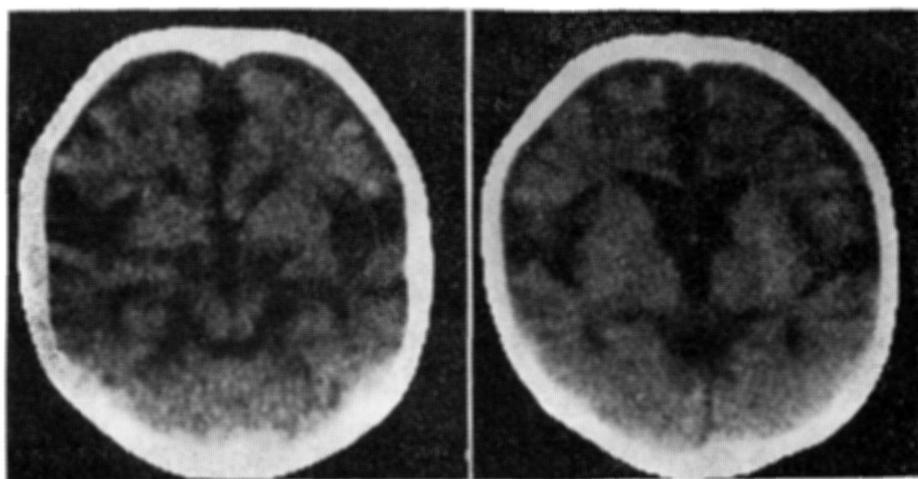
Caso E.O.S.: tomografias computadorizadas mostrando atrofia córtico-subcortical. À esquerda, alargamento das cisternas silvianas; à direita, moderada dilatação ventricular ex-vácuo.
